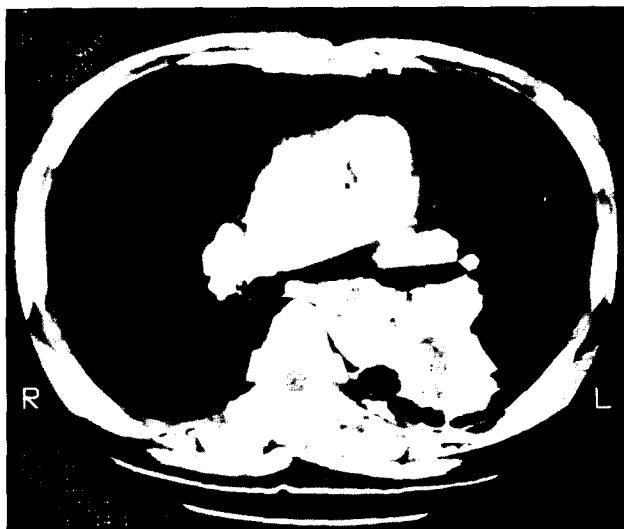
Chest CT revealing huge mass abutting thoracic aorta. A fat plane between the mass and aorta precluded cancer invasion to aorta.
